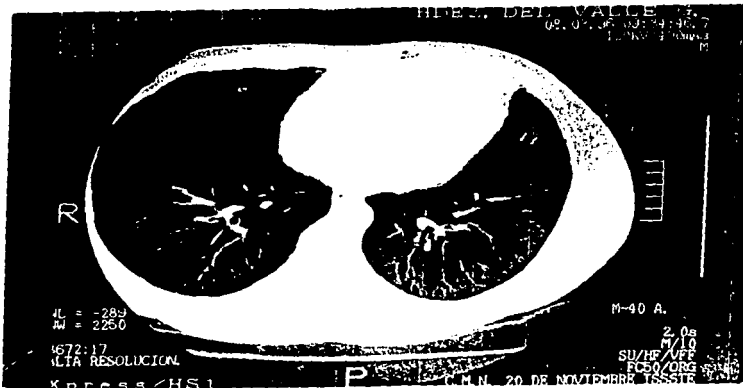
FIGURA #1: PACIENTE DEL GRUPO No. 1 TAC DE TORAX NORMAL.
